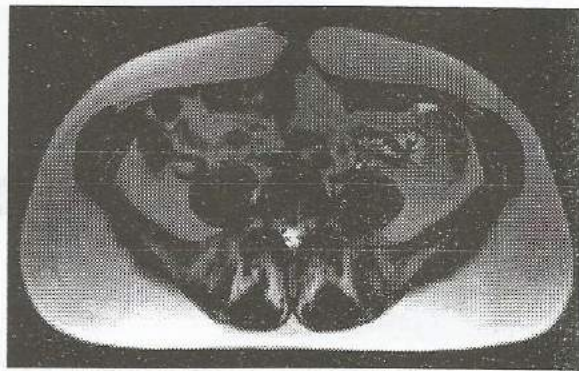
МРТ - поперечний зріз тулуба на рівні пупка
